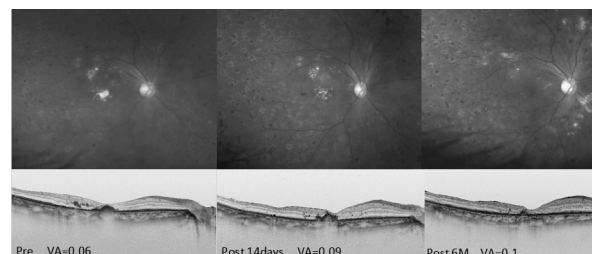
Color fundus photograph and optical coherence tomography image of Case6
